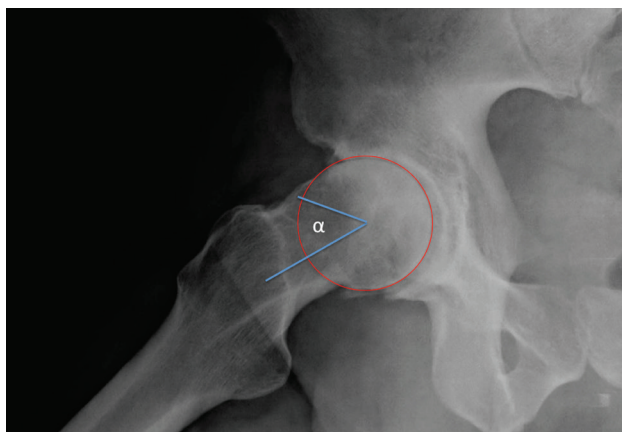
Radiografía con proyección de Dunn (cadera derecha). Útil para la medición del ángulo alfa: formado por el eje del cuello del fémur y la línea que une el centro de la cabeza con el punto donde la distancia del contorno al centro es mayor que el radio, se considera patológico por encima de 50°.
